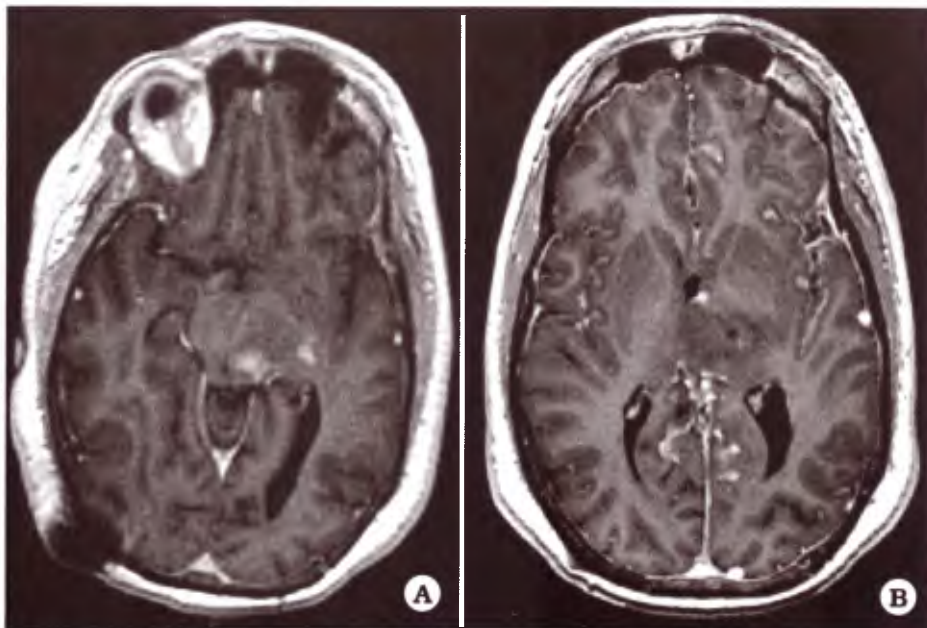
IRM de cerebro con contraste. A. Progresión tumoral hacia mesencéfalo. B. Realce leptomeníngeo difuso.
